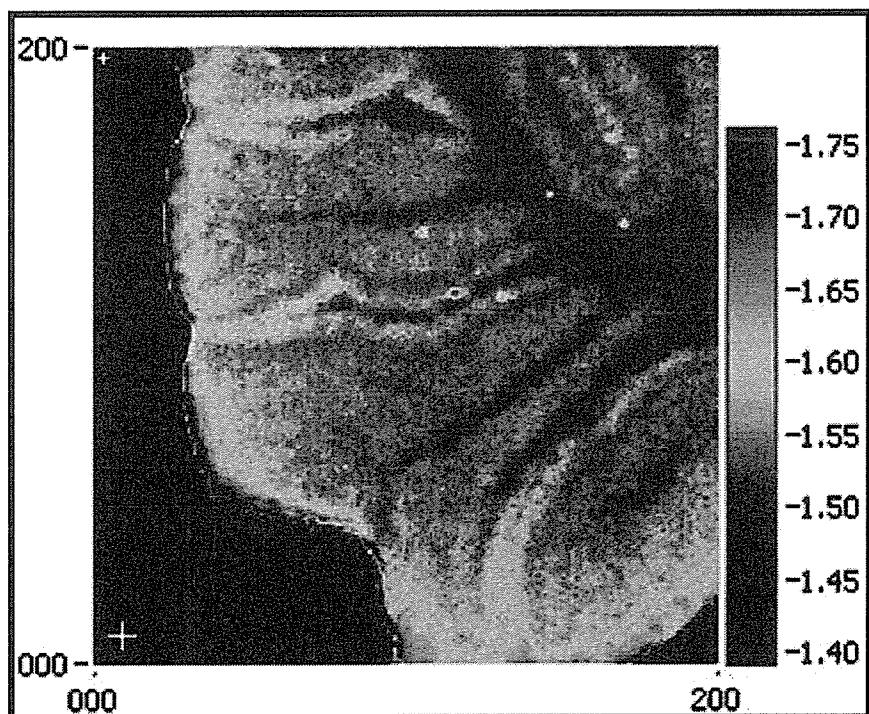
超音波ナノウう瓠璽獻鷦伊, 破茲襯澁奪半 召涼覗愾
